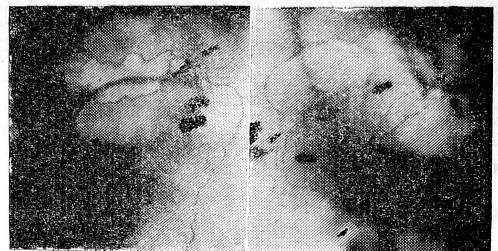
Рентгенограммы правой и левой половины толстой кишки в условиях двойного контрастирования больной С., 52 лет, с клинической картиной острой КН. Три зоны стеноза в восходящем, поперечном и нисходящем отделах кишки (→ ←). Конусовидная форма «переходных зон», симптом «бульжной мостовой». Операция: обходные анастомозы. Биопсия: болезнь Крона.
